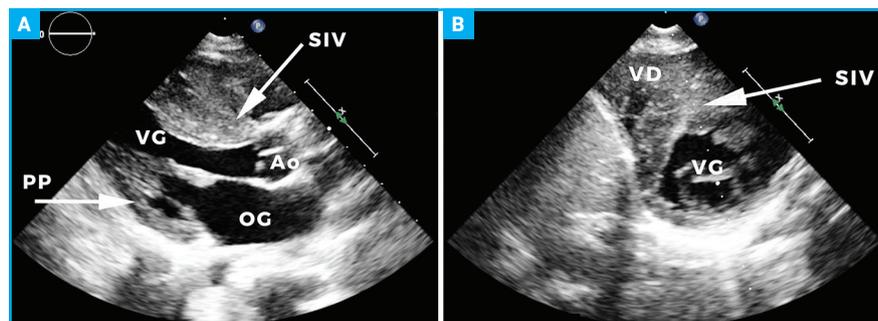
ETT de CMH. A : vue parasternale long axe, hypertrophie asymétrique du septum interventriculaire (SIV). B : vue parasternale petit axe.
